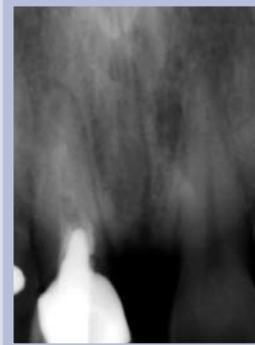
Confronto radiografico
